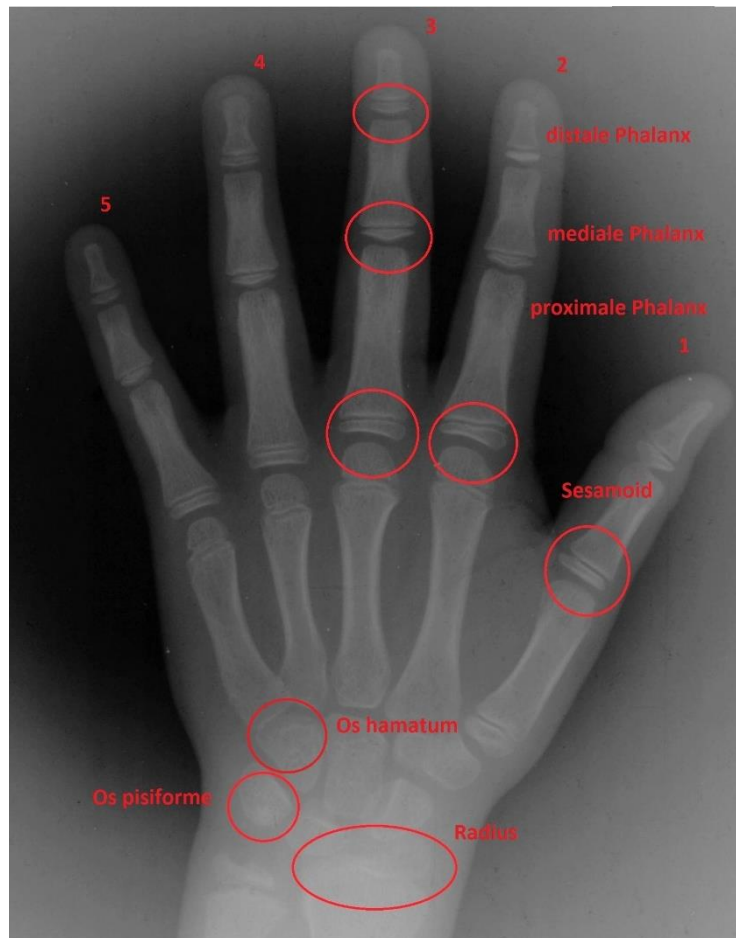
Handröntgenanalyse nach Björk, zur besseren bildlichen Darstellung hinsichtlich Kontrast und Helligkeit mit dem Programm Picasa 3.9 Build bearbeitet
